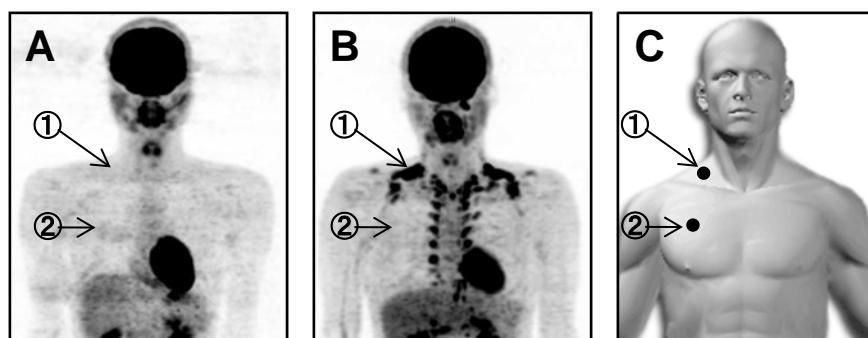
BAT 検出者と非検出者の PET 画像と温度データロガー装着箇所
